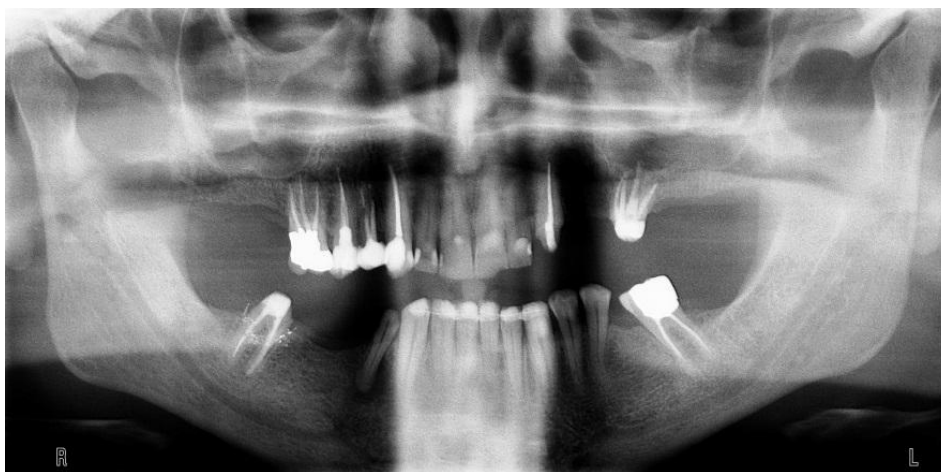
Radiografia panorâmica ao longo do tratamento.*
